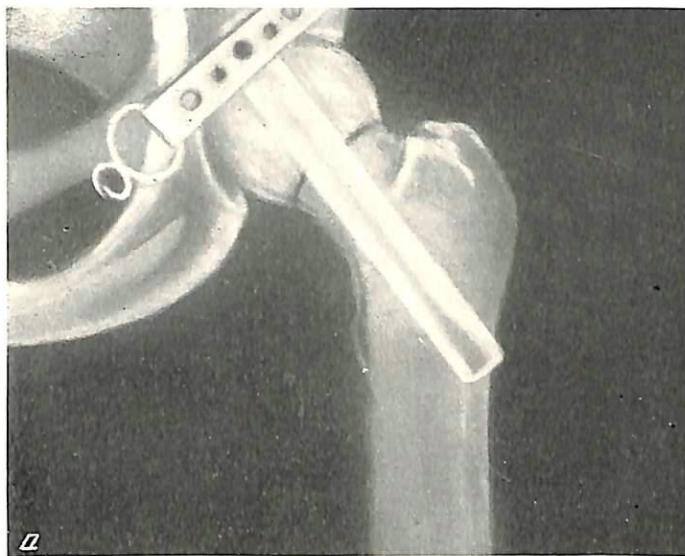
Контрольные рентгенограммы после введения гвоздя в шейку и головку бедра.
